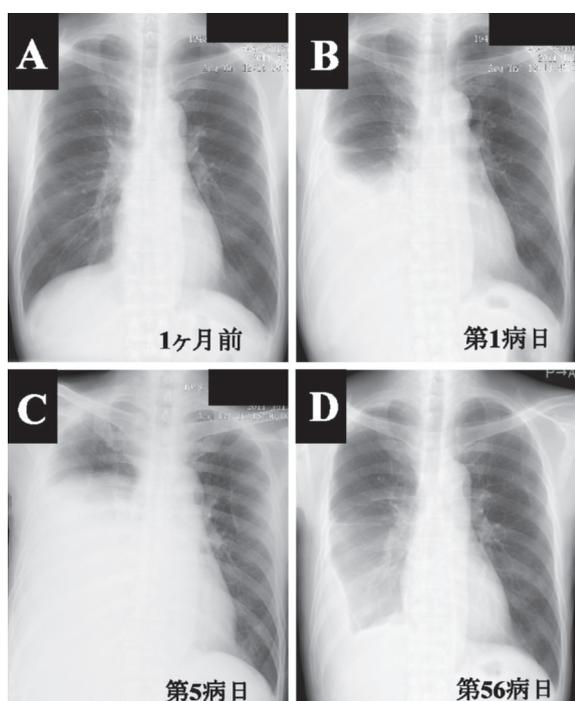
胸部X線画像 A:入院1か月前, B:第1病日, C:第5病日, D:第56病日
